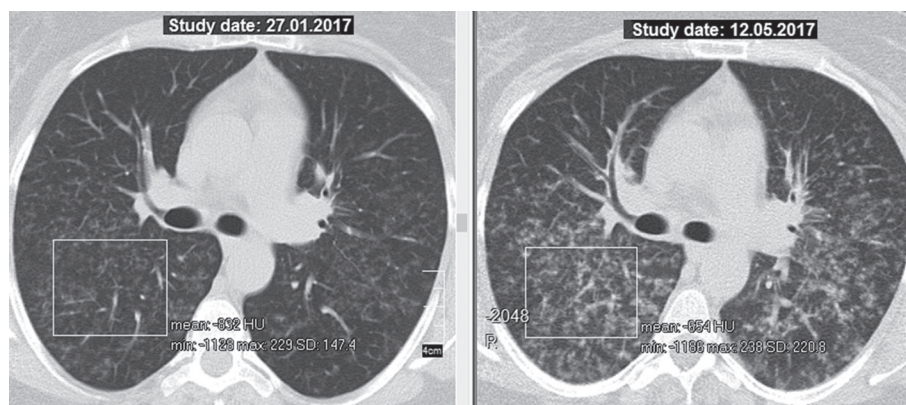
КТ больной Н., саркоидоз органов дыхания, II стадия; слева — до назначения азатиоприна, справа — через 3 мес лечения азатиоприном: значительное увеличение плотности узелковой диссеминации легких (денситометрия паренхимы до лечения — -832 HU , через 3 мес терапии — -654 HU).
